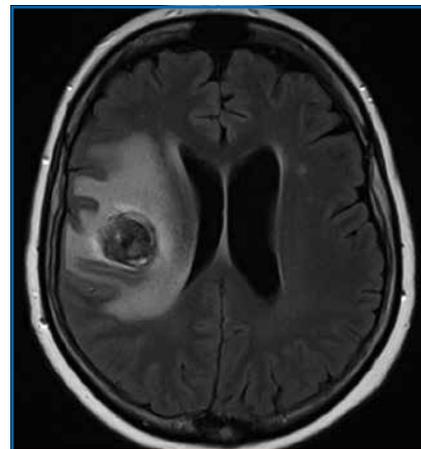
IRM cérébrale en flair : métastase cérébrale unique hémorragique avec effet de masse sur le ventricule latéral droit et les sillons corticaux, apparaissant en hyposignal flair.
